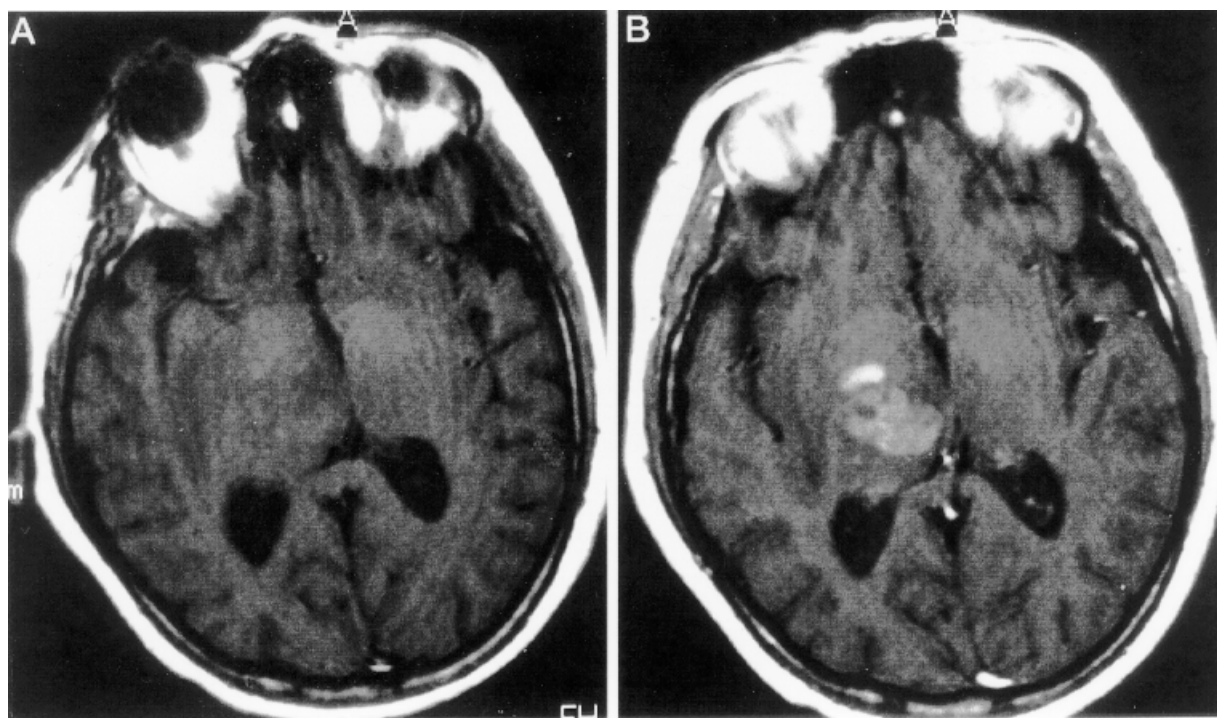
Head magnetic resonance imaging (MRI) of a patient with a brain metastasis before (A) and after (B) administration of gadolinium texaphyrin (Gd-tex). Gd-tex localizes selectively in tumors and improves their detection by MRI. Courtesy of M.F. Rentschler, MD, Pharmacyclics, Sunnyvale, California, USA. From Ref. 16.
